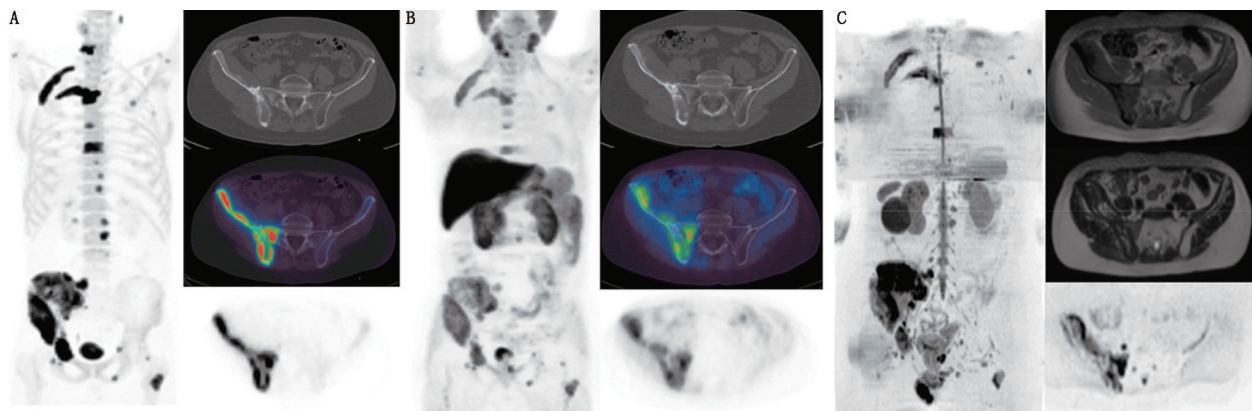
转移性前列腺癌患者¹⁸F-氟化钠 (fluoride; A) 和¹¹C-胆碱 (B) PET/CT 显像图和 MRI 图 (C)。PET/CT 显像图包括最大密度投影 (左)、骨盆横断面 CT (右上)、PET/CT (右中) 和 PET (右下); MRI 包括最大密度投影 ($b=800$ s/mm²; 左)、骨盆横断面 T₁ 加权 Dixon (右上)、T₂ 加权 (右中)、弥散加权 ($b=800$ s/mm²; 右下)。部分骨转移病灶对¹⁸F-fluoride 和¹¹C-胆碱的摄取增加, 分别对应于 T₁ 加权图像上的低信号、T₂ 加权图像上的混合信号和最大密度投影、弥散加权图像上的高信号
